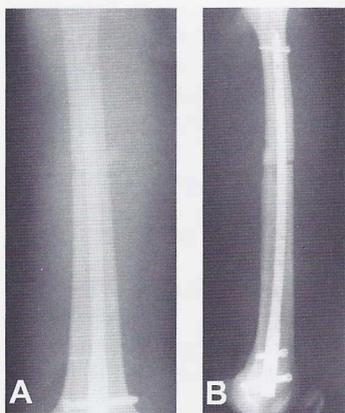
e 15B - Radiografia pós-operatória do fêmur.
